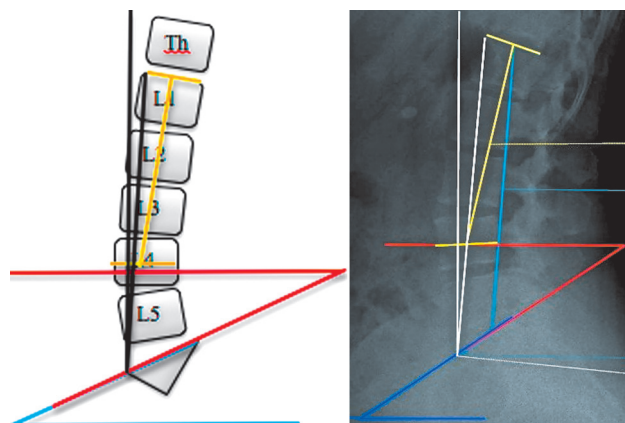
Поясничный лордоз 2 типа: а – скиаграмма расчета характеристик; б – боковая рентгенограмма позвоночно-тазового комплекса в положении стоя
